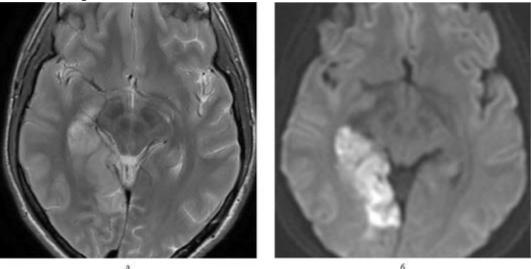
Острейшая фаза (5 ч) мозгового инсульта в вертебробазилярной системе. На Т₂-взвешенном магнитно-резонансном изображении (а) определяется зона патологического повышения магнитно-резонансного сигнала в проекции правой затылочной доли. На диффузионно-взвешенном изображении (б) зона поражения имеет типично высокий магнитно-резонансный сигнал
